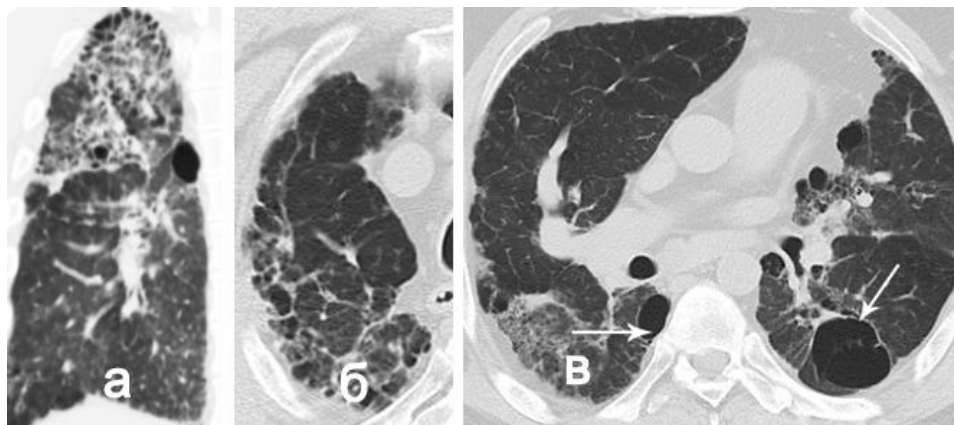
КТ хворого М., 52 років. Ознаки, що виключають діагноз ІЛФ: ураження верхньої частки (а), переважно другого сегмента (б); множинні кісти (стрілки), не пов'язані з ділянками стільниковості (в); ділянка ущільнення паренхіми в шостому сегменті правої легені (в).
